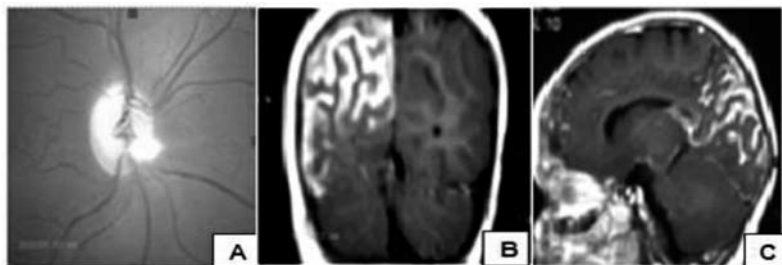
Paciente con SSW: (17 tabla 5) fotografía del Fondo de ojo normal (A), Resonancia magnética cerebral corte axial (B) y sagital (C). Obsérvese hiperintensidad hemisférica derecha en relación a angiomatosis leptomenígea
